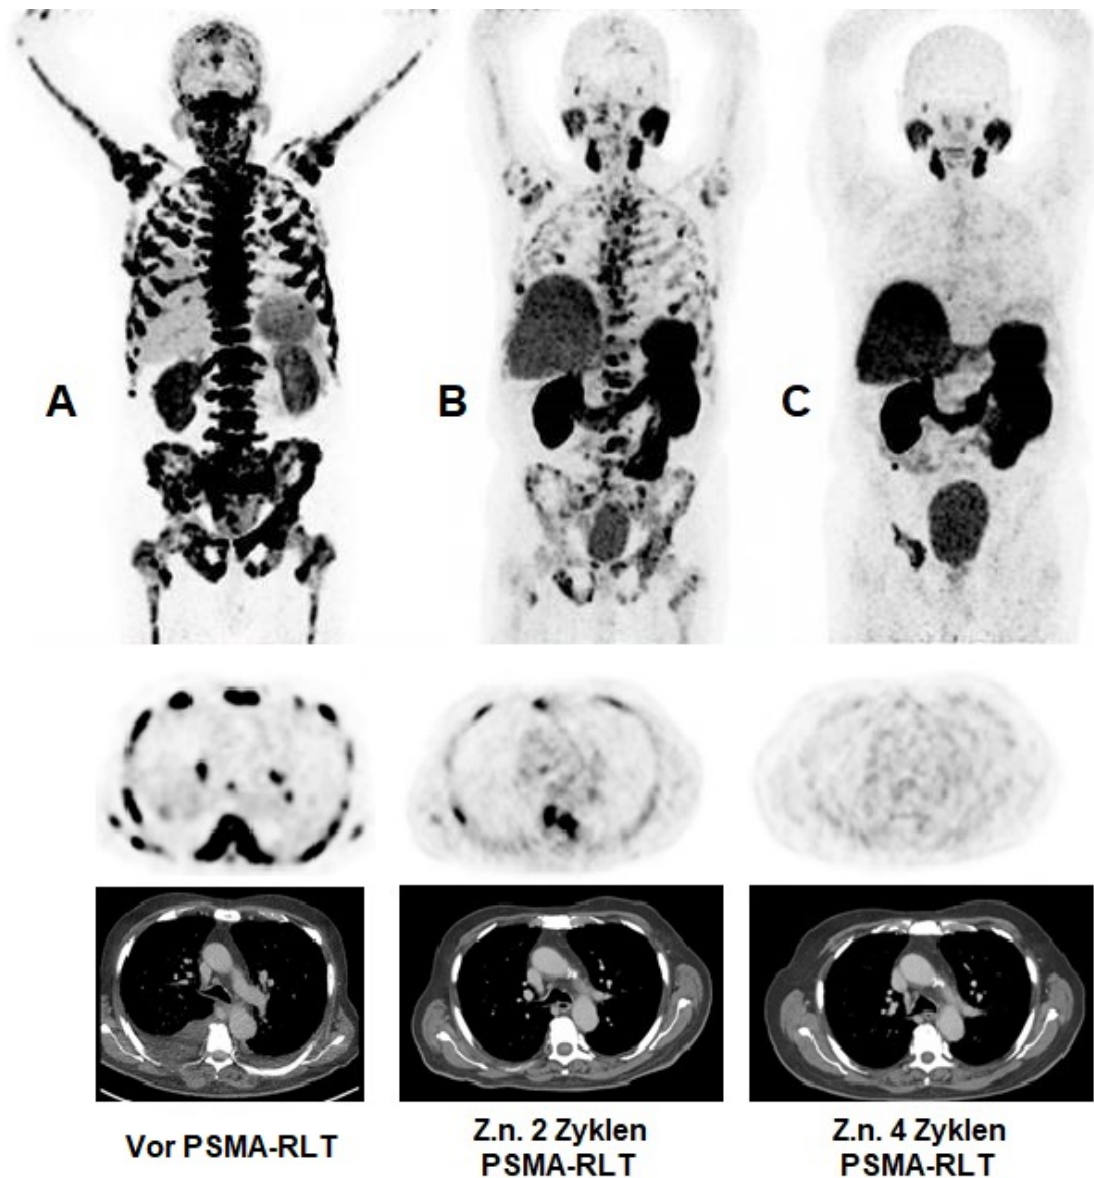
Therapieansprechen der PSMA-RLT in der Bildgebung bei Patient 9
